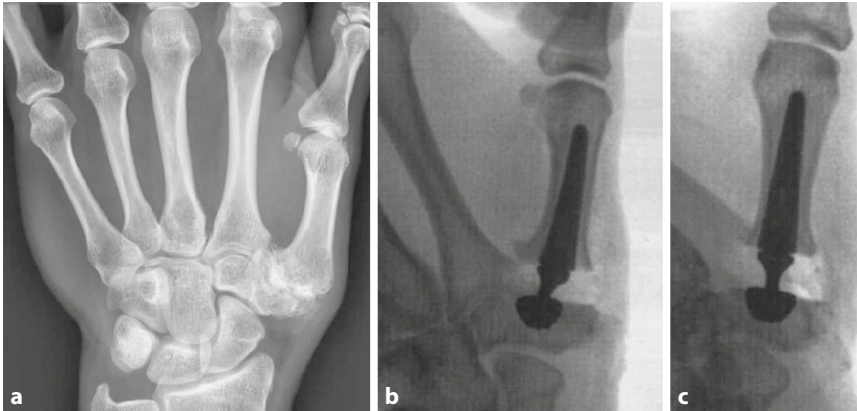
▲ Prä- (a) und postoperative (b, c) Röntgenaufnahmen bei arthrotisch bedingter Ankylose des Daumensattelgelenkes. Klinisch konnte die präoperative Adduktionskontraktur deutlich gebessert werden
